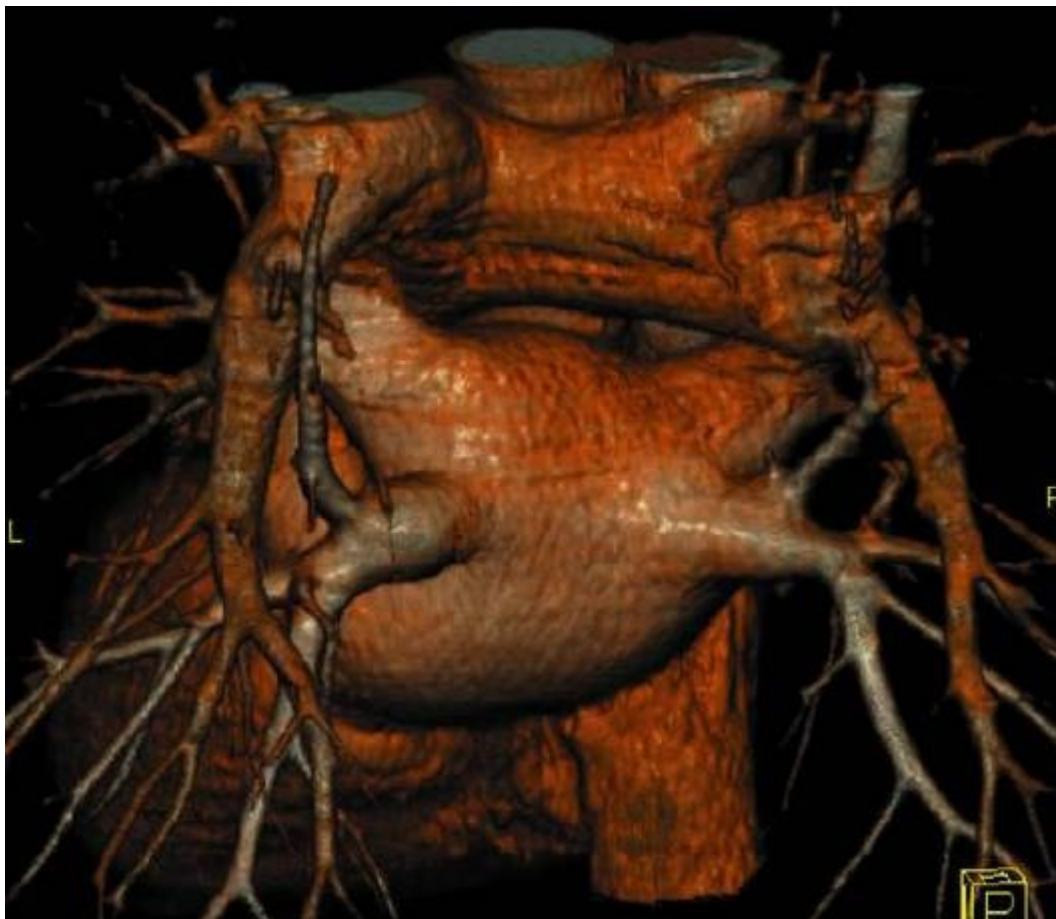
Изображение легочных вен. 3D-КТ-ангиограмма, вид сзади относительно ЛП и легочных вен, так же как расположенных выше ЛА.
